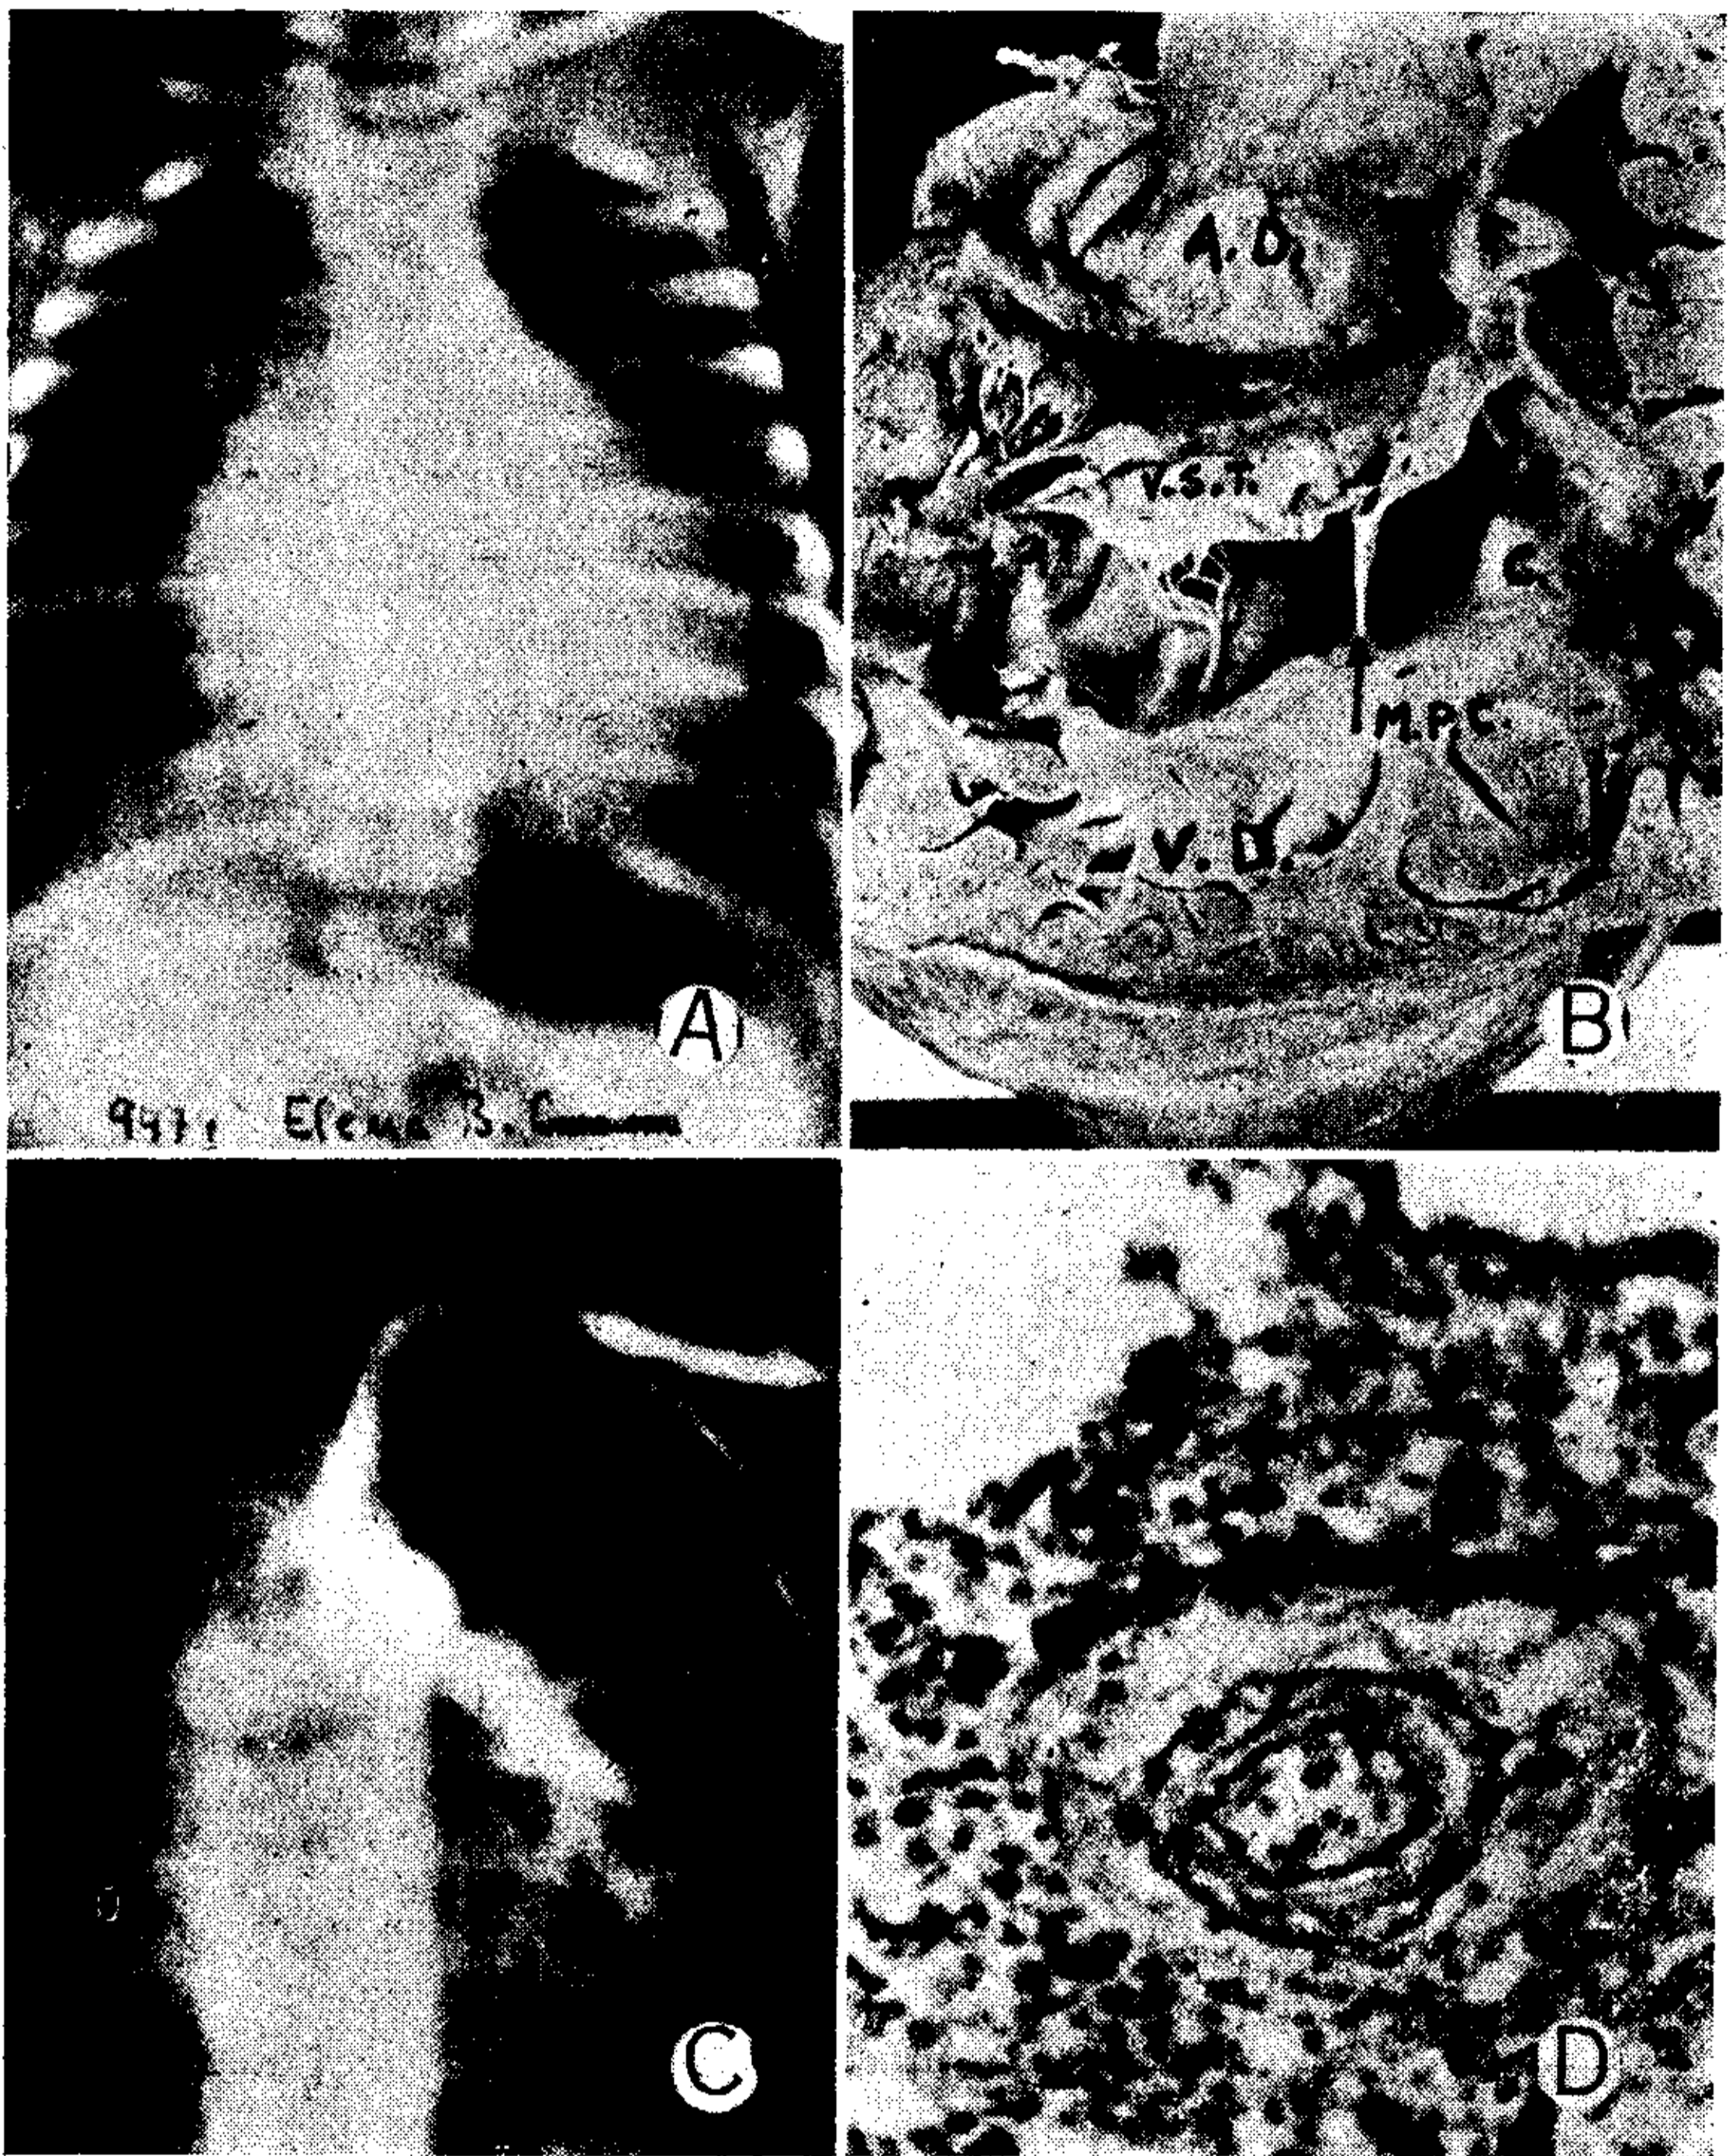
A) telerradiografía en un caso de comunicación interventricular. Pieza anatómica de una CIV típica del lactante, en la cual el defecto se extiende desde el anillo tricuspídeo por detrás (V. S. T.: valva septal de la tricúspide) hasta la crista supra-ventricularis (C. S.) por delante. El músculo papilar del cono (M. P. C.) se observa en el centro del defecto. C) Aortografía en un caso de persistencia del conducto arteriovenoso. D) Típica arteria fetal persistente en el pulmón de un ductus; obsérvese el grosor de su pared muscular y la escasa luz en proporción con el diámetro del vaso.
